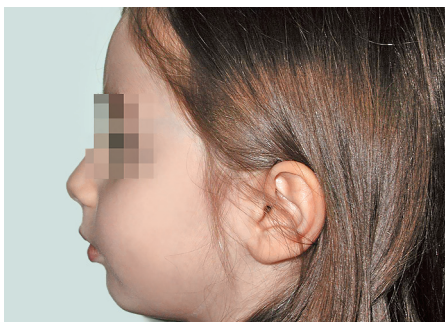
Пациентка К., 5,5 г. До лечения. Нижняя ретрогнатия. Дистоокклюзия боковых зубов. Глубокая резцовая дизокклюзия. Протрузия резцов: лицо пациентки, профиль.
